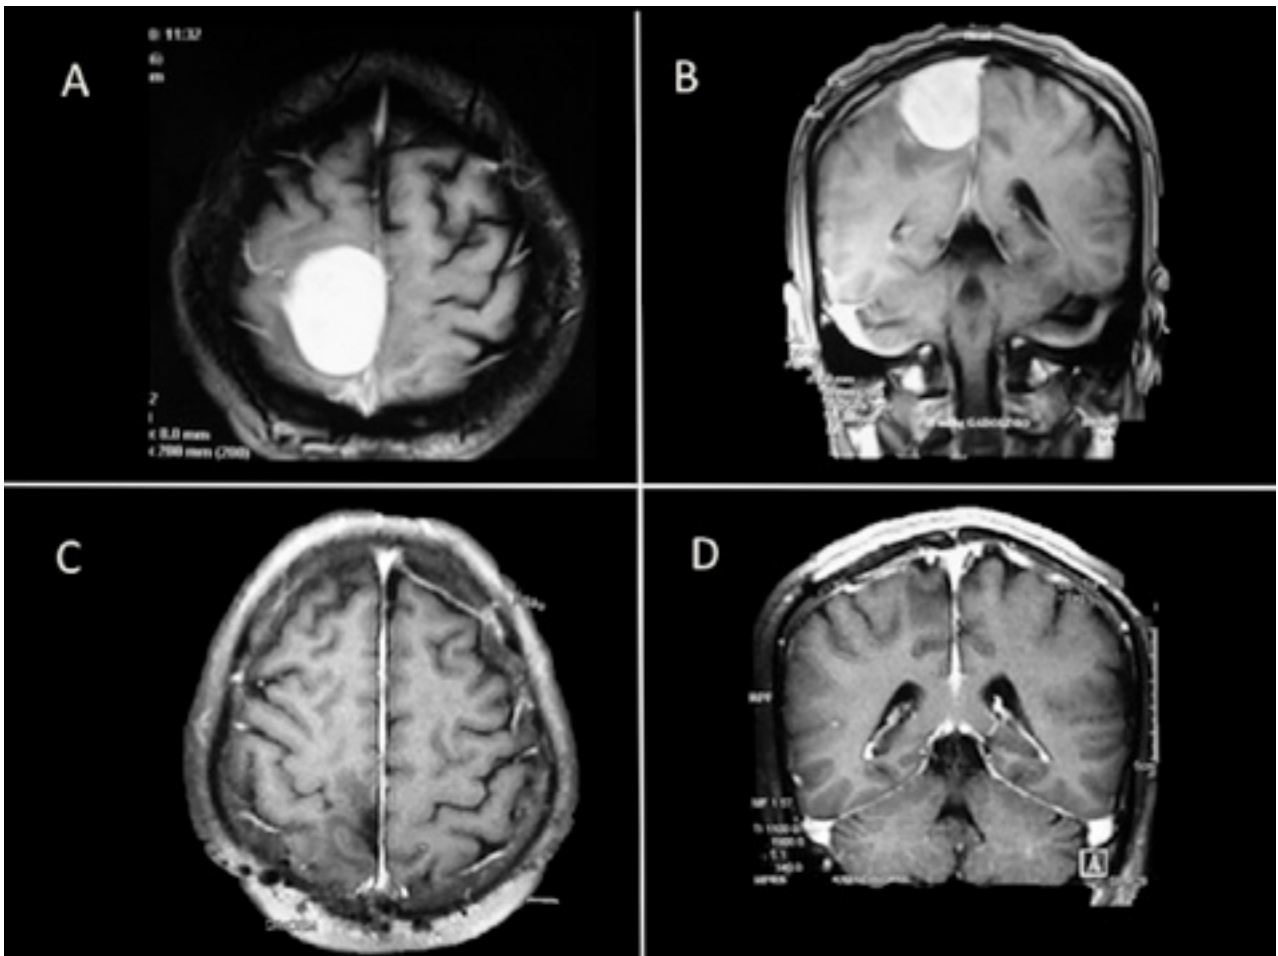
A-B) RM secuencia T1 con gadolinio corte axial (A) y coronal (B) donde se observa lesión tumoral extraaxial parasagital frontoparietal derecha que capta homogéneamente el contraste. C-D) RM secuencia T1 con gadolinio corte axial (C) y coronal (D) que muestra resección tumoral grado II de Simpson.
